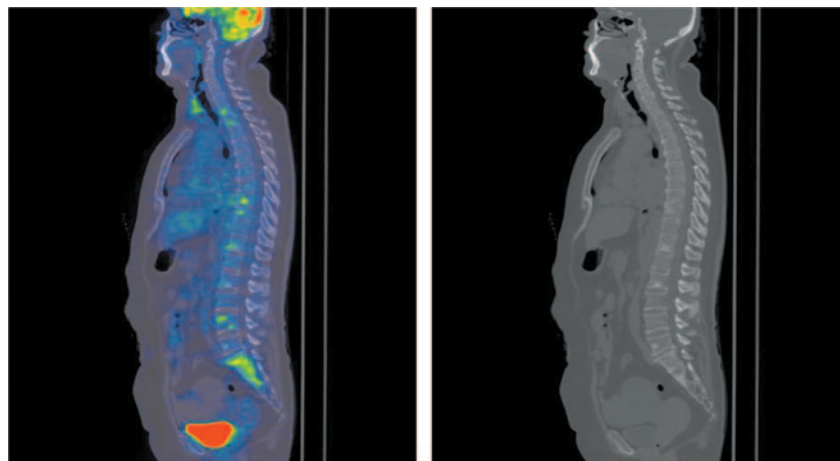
Больная К., 55 лет. На сагиттальных ПЭТ/КТ проекциях в костях скелета определяются множественные очаги повышенной фиксации РФП на фоне остеобластической перестройки костной ткани, SUVmax 4,86.
